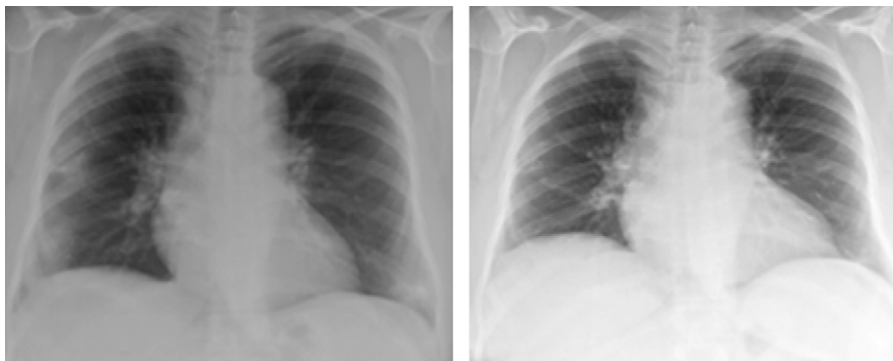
Evolución de las lesiones pulmonares. En la radiografía de tórax inicial se evidencian 3 focos condensativos y alteraciones en los hilios. En la radiografía final (tras 6 meses de tratamiento con corticoides), se observa la desaparición de las lesiones.
